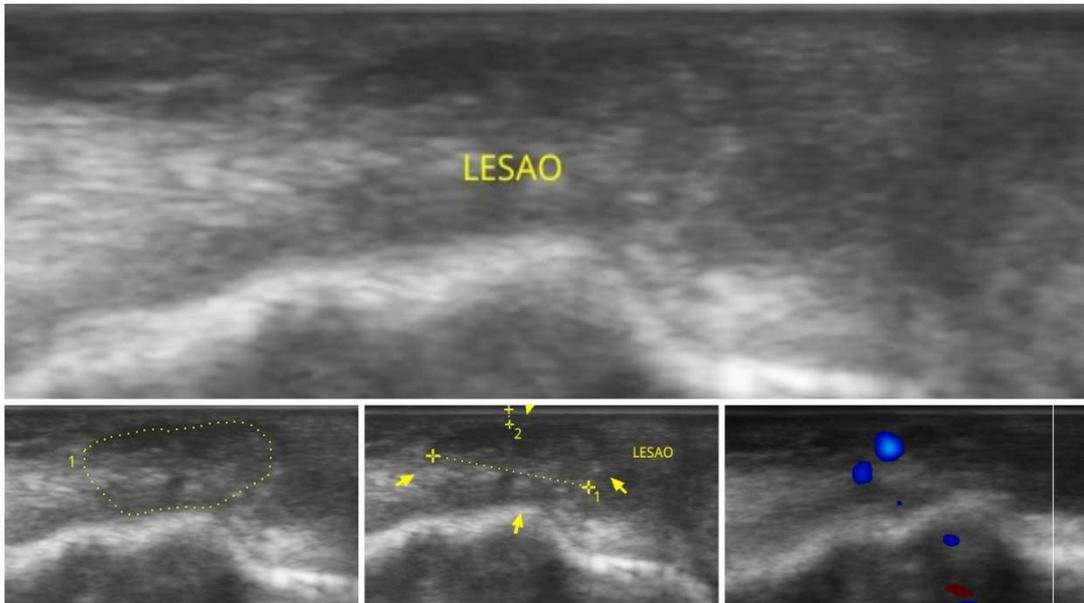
Exame de ultrassonografia e a espectroscopia Doppler associadas, evidenciando localização, delimitação, extensão e vascularização da lesão.
